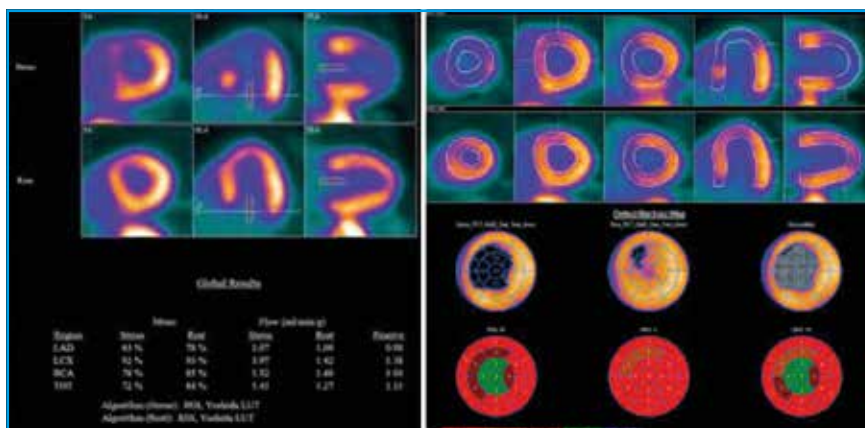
PET-Scanner. Imagerie de la perfusion myocardique et calcul de la réserve coronaire.
